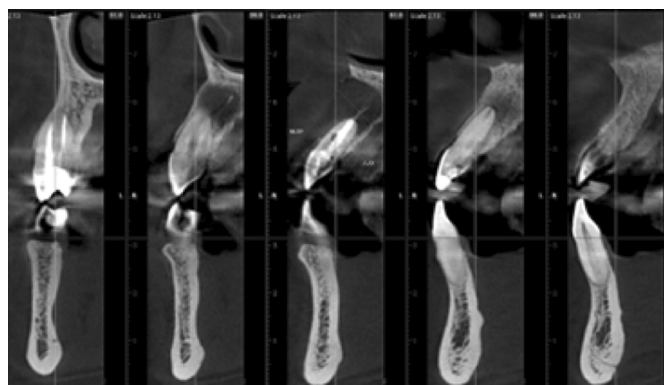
7С. Срез КТ в области зуба 1.2. Полное отсутствие альвеолярной стенки, альвеолярного отростка с вестибулярной стороны.
